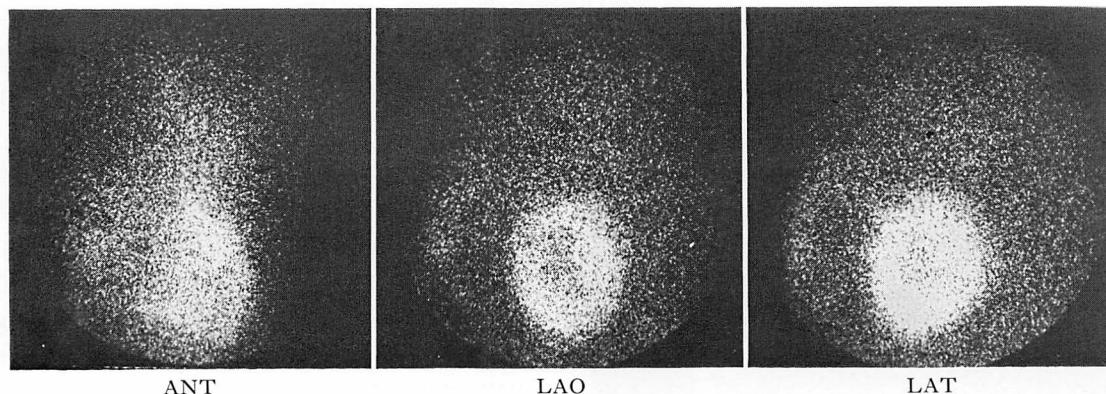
Thallium myocardial scintigrams (Case 3).
